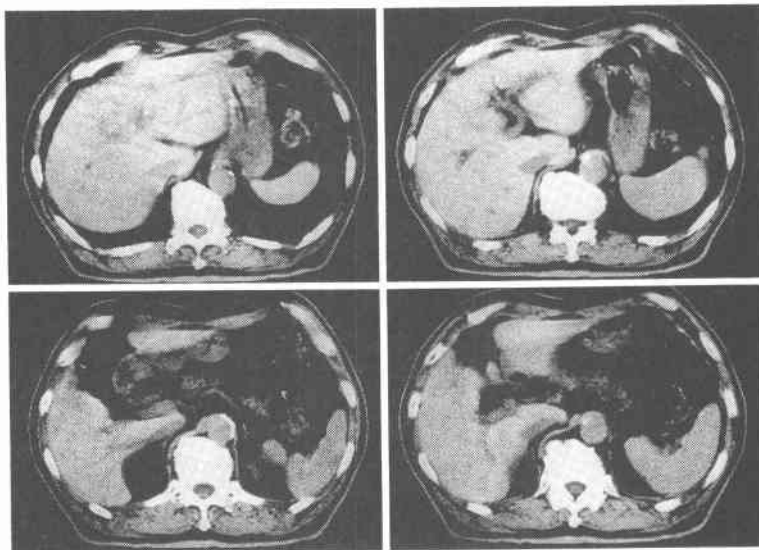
Computed tomography failed to detect gallbladder.
